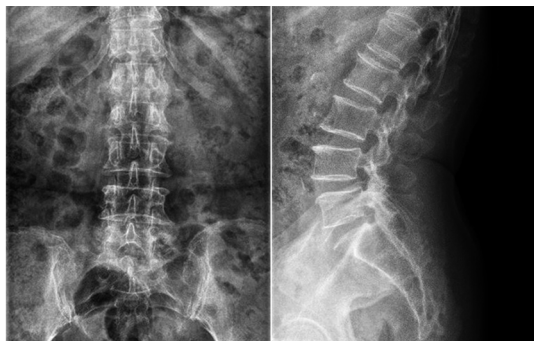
术前X线片示L<sub>4</sub>椎体Ⅰ度滑脱(T<sub>12</sub>椎体压缩性骨折)
